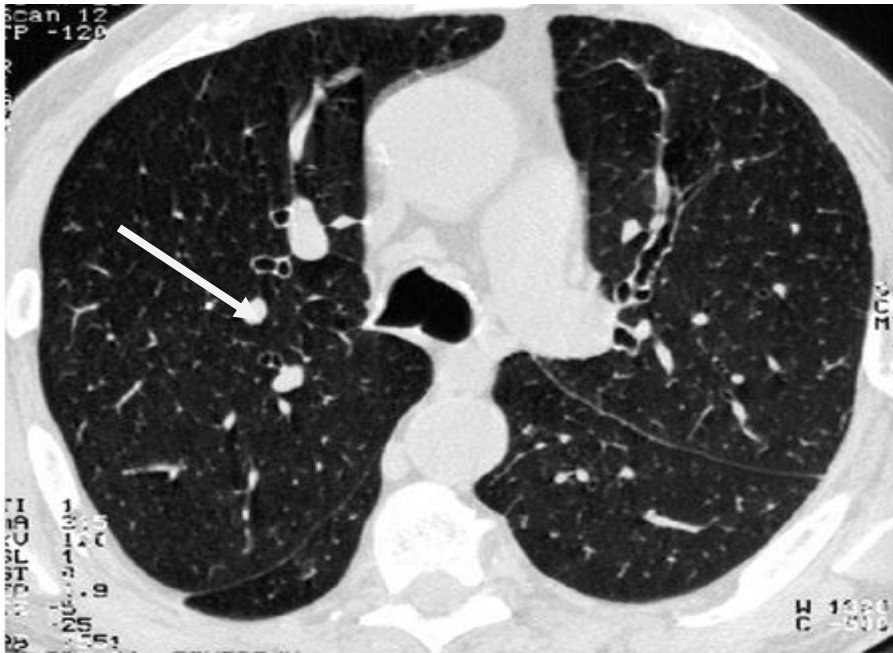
Dilatation des bronches de type variqueux ou moniliforme à la TDM [13]
